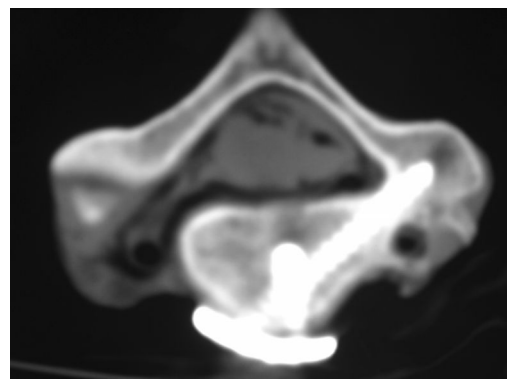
下颈椎前路椎弓根螺钉钢板系统固定后的 CT 显示螺钉位置满意,未穿出椎弓根
